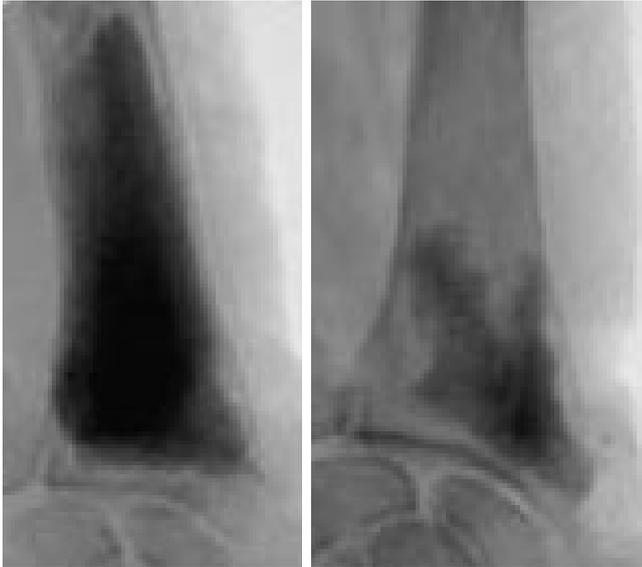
Radiographie de face du radius distal après injection percutanée de ciment phosphocalcique radio-opaque.
